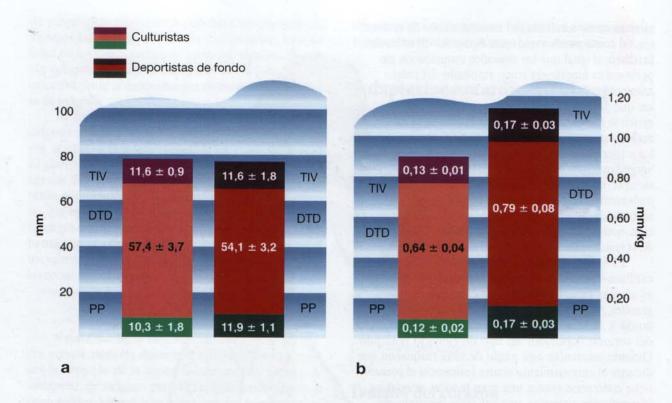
Dimensiones del ventrículo izquierdo al final de la diástole en culturistas de elite y deportistas de fondo muy entrenados, expresadas (a) como valores absolutos y (b) respecto al peso corporal. Aunque las dimensiones absolutas de los dos grupos de deportistas fueron parecidas, los deportistas de fondo presentaron valores mucho mayores en las diferencias de tamaño entre los dos grupos. TIV = tabique interventricular; DTD = diámetro telediastólico; PP = pared posterior. Adaptado con autorización de A. Urhausen y W. Kindermann, 1989, "One- and two-dimensional echocardiography in body builders and endurance-trained subjects." *International Journal of Sports Medicine* 10: 139-144.
